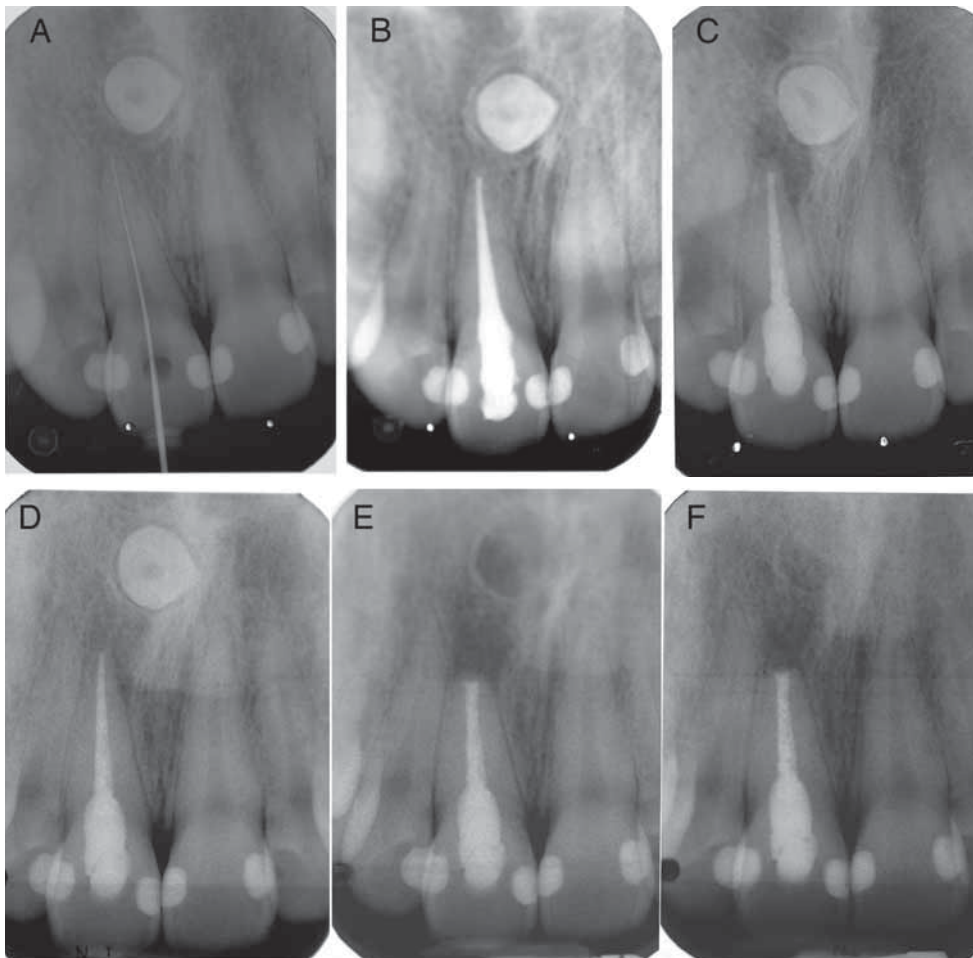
Einzelzahnrontgen in chronologischer Reihenfolge (A–E). A: Röntgenologische Bestimmung der Arbeitslänge 2000. B: Status nach Wurzelkanalfüllung 2000. C: Kontrollrontgen 2005. D: Kontrollrontgen 2008. E: Status nach periapikaler Chirurgie eine Woche post-op. F: Status nach periapikaler Chirurgie 12 Monate post-op.
